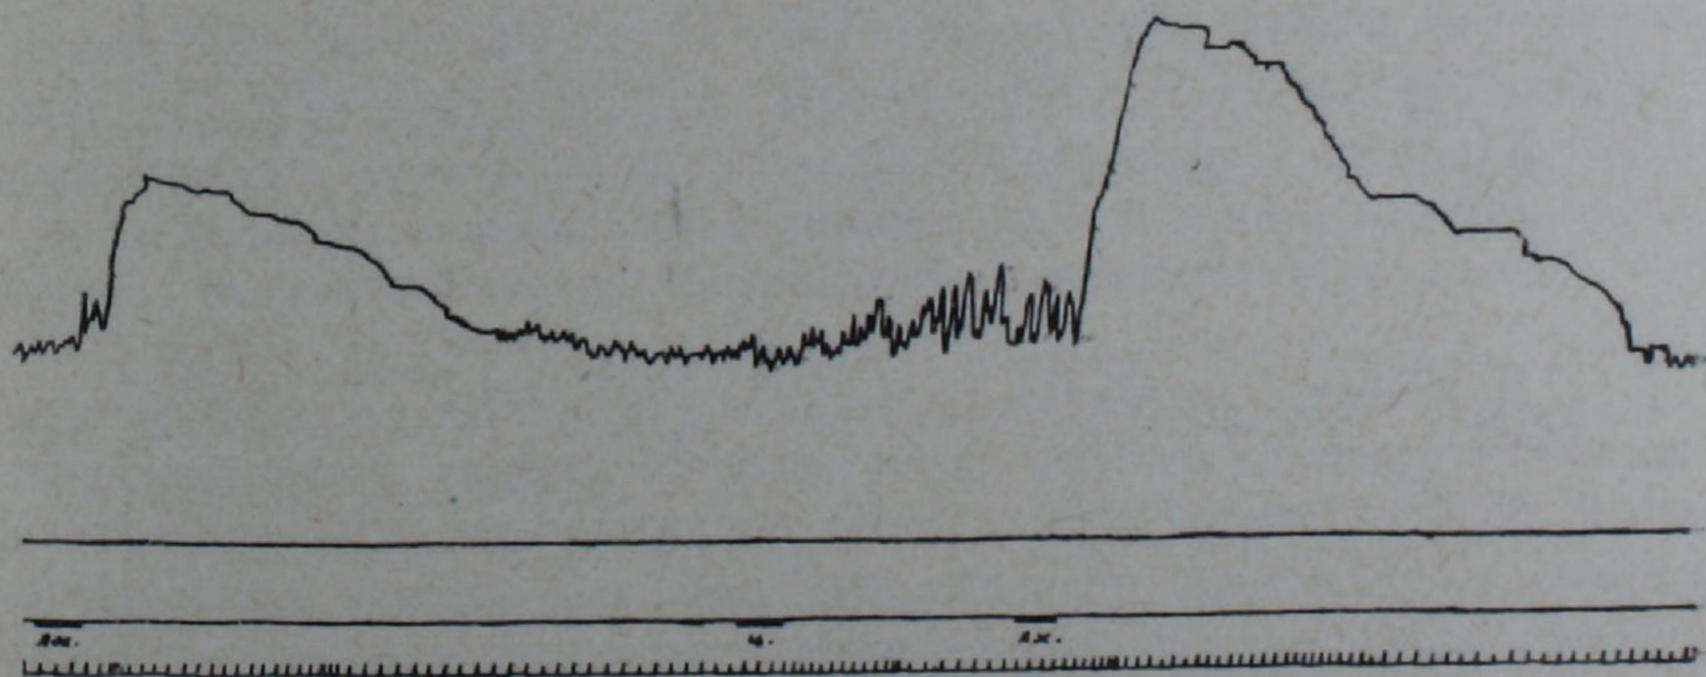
Сокращение кишечной петли при введении в ток перфузионной жидкости ацетилхолина до и после обработки петли цистеином. Сверху вниз: запись сокращения кишечного отрезка, нулевая линия, отметка введения химических раздражителей.
